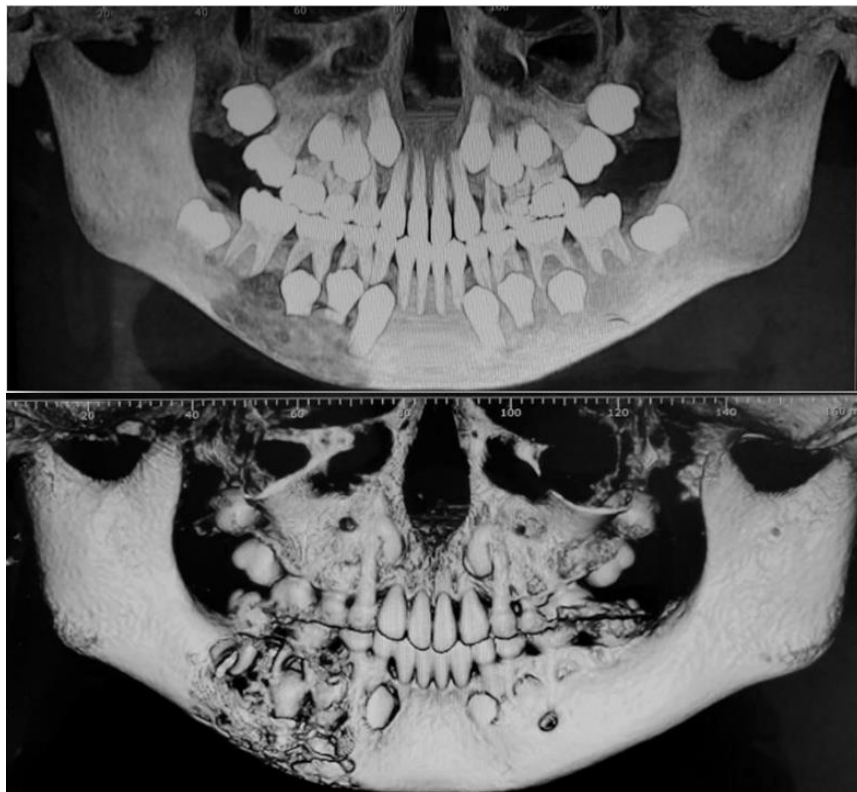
Hallazgos imagenológicos A: Ortopantomografía; lesión radiolúcida en cuerpo mandibular derecho B: Reconstrucción en 3D volumétrica lesión osteolítica que destruye parcialmente la pared vestibular ósea mandibular. FUENTE DIRECTA
